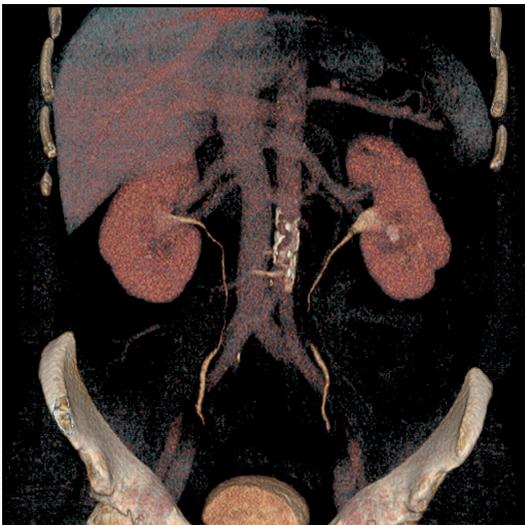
Uro-TAC (reconstrucción tridimensional) donde se observan las estructuras del tracto urinario superior (riñones, uréteres, vejiga).
